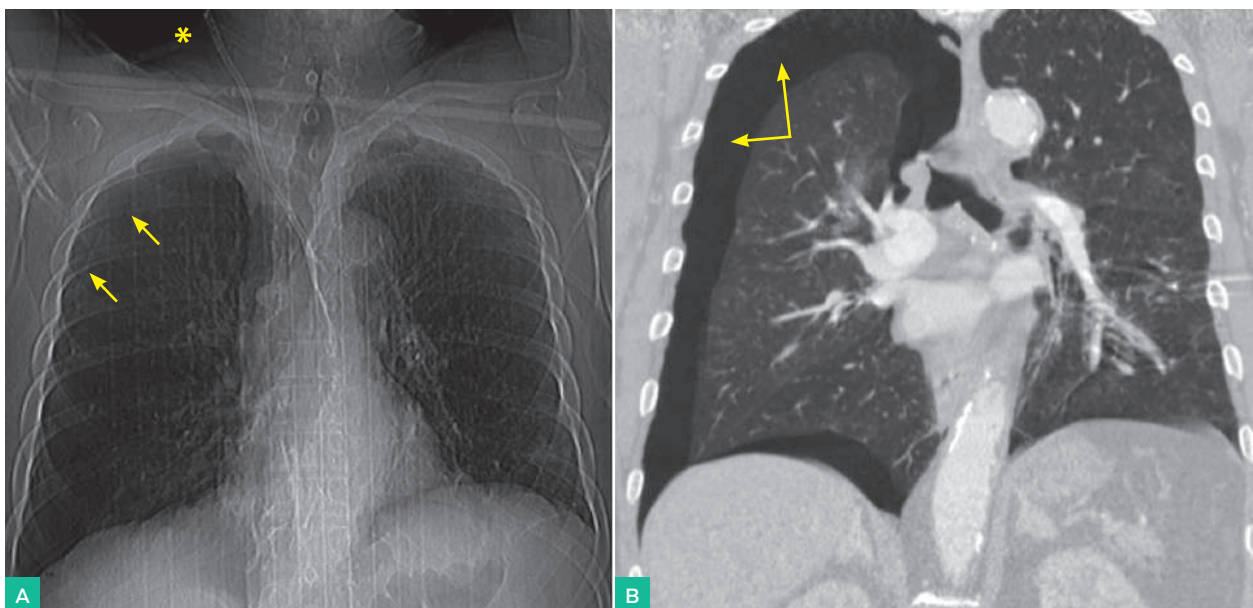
A. Se observa línea pleural (flechas amarillas) que indica la presencia de neumotórax, obsérvese además el recorrido del catéter (no unido al puerto) (asterisco). B. Imagen de TC que confirma el neumotórax (flechas amarillas)
